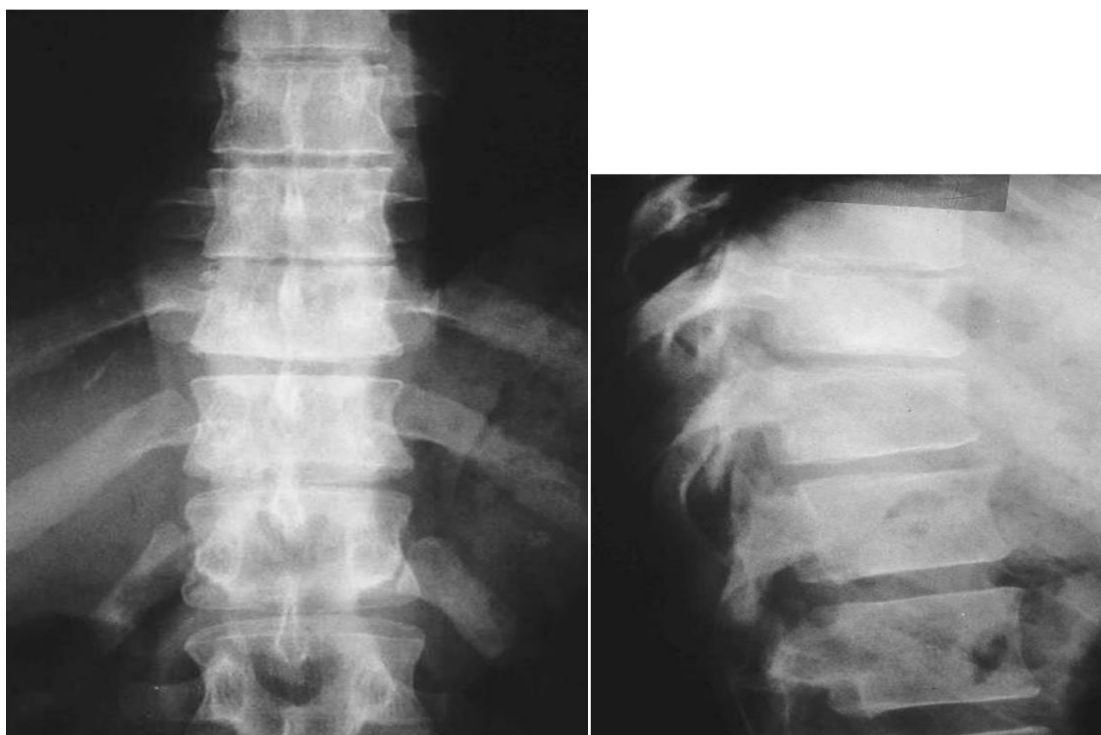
Pincement discal de T11 et T12 à la radiographie standard [23]
